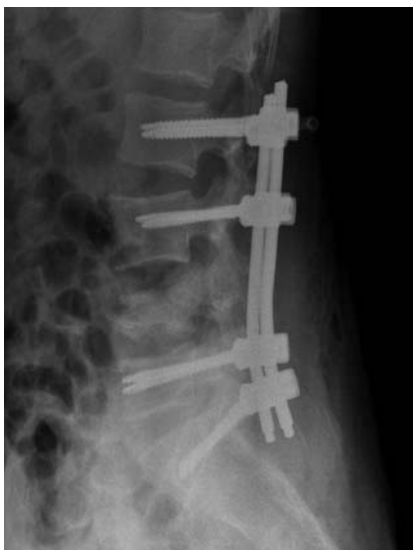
Контрольные рентгенограммы пациентки М., 14 лет, после операции. Ось позвоночника восстановлена. Металлоконструкции установлены корректно, стабильно.
